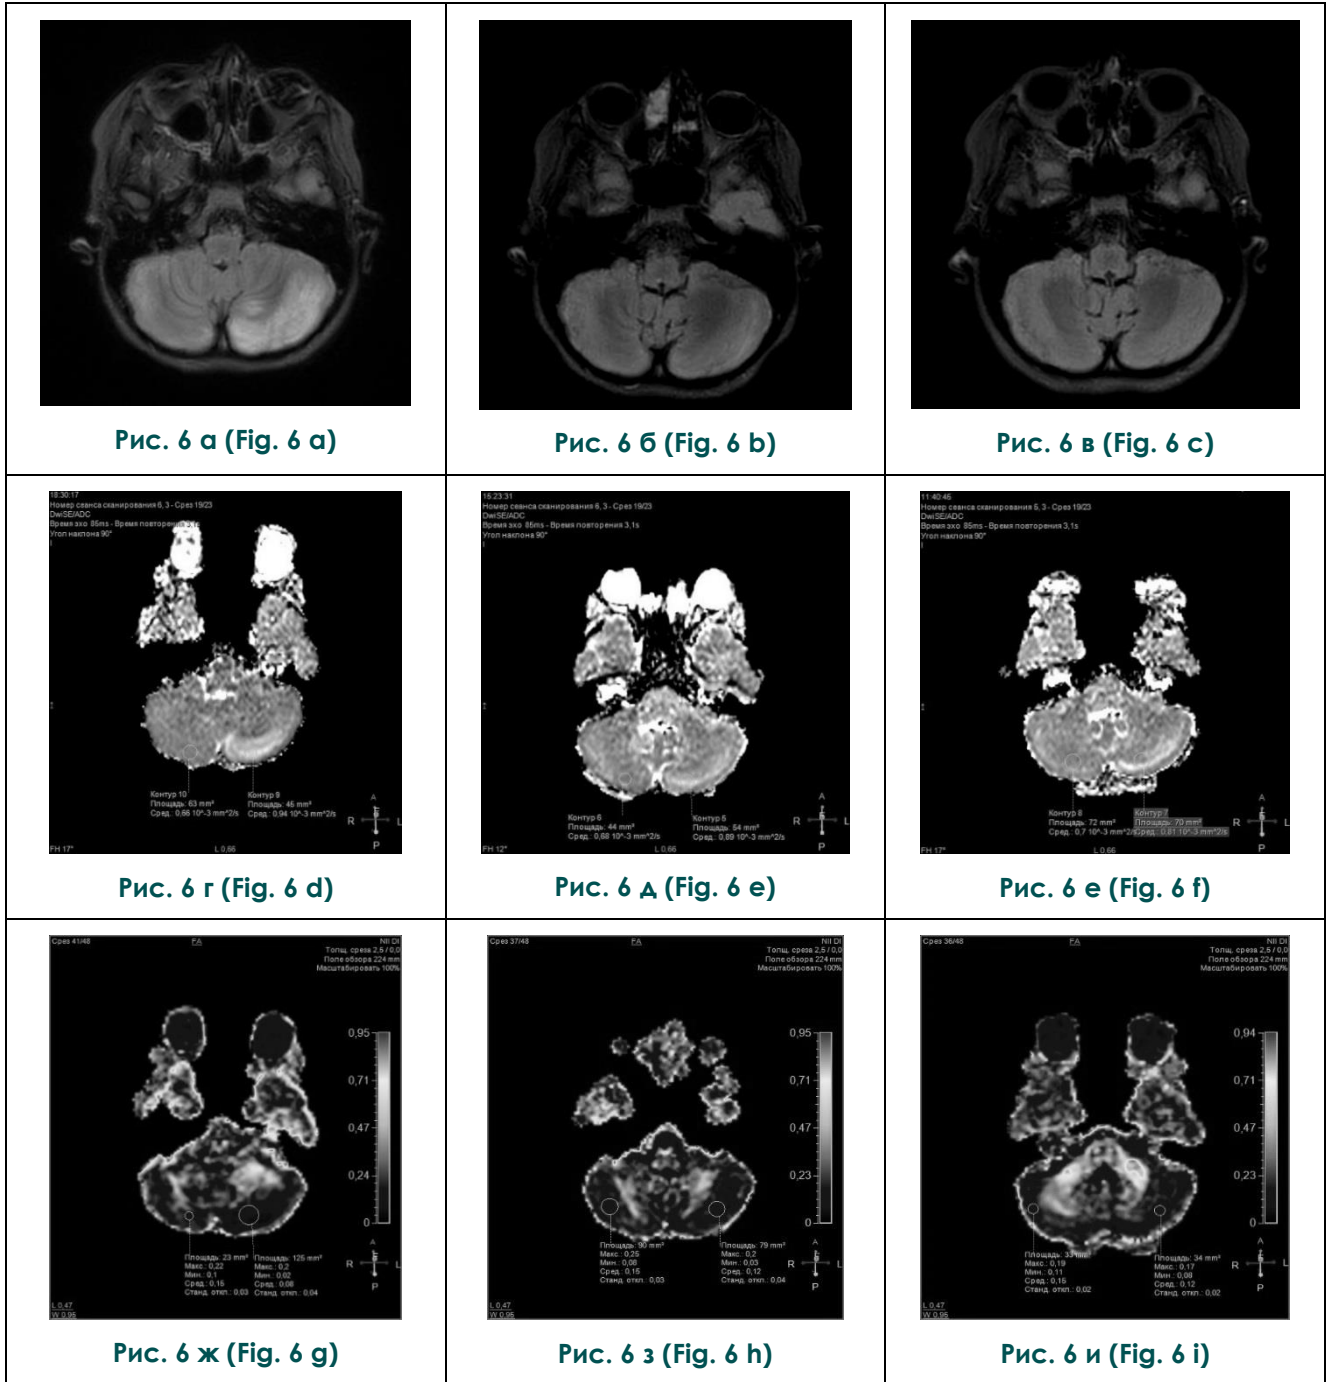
МРТ головного мозга. Девочка, 8 лет, диагноз – энтеровирусный энцефалит (а, г, ж – острый период заболевания; б, д, е – период ранней реконвалесценции; в, е, и – период поздней реконвалесценции).
